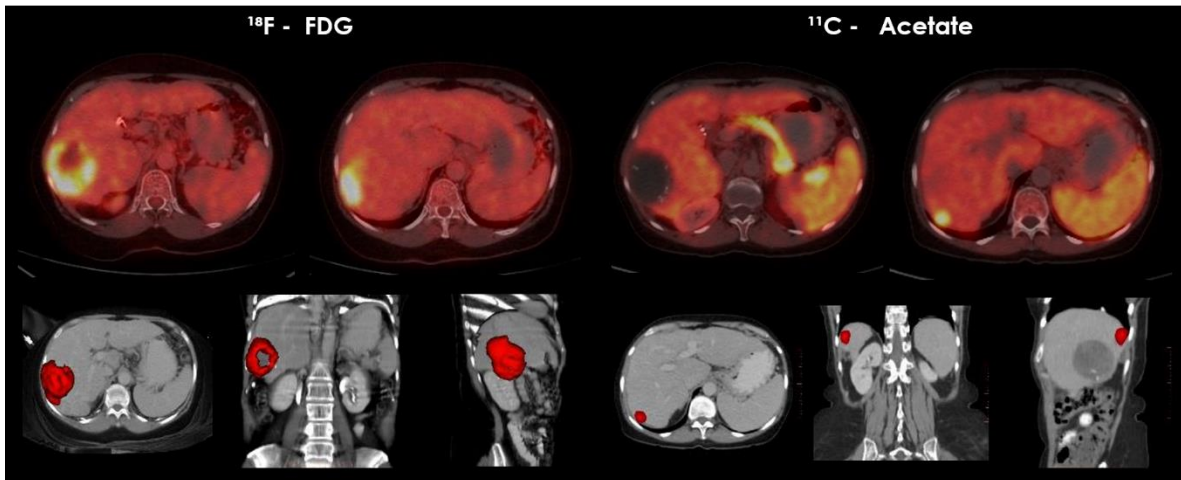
Paciente de 69 años con lesión hepática que muestra captación periférica de  $^{18}\text{F}$  - FDG en el segmento VII, el estudio con  $^{11}\text{C}$ -acetato realizado una semana después no mostró captación de ésta lesión pero se identificó una segunda lesión en el segmento VI no vista previamente.
